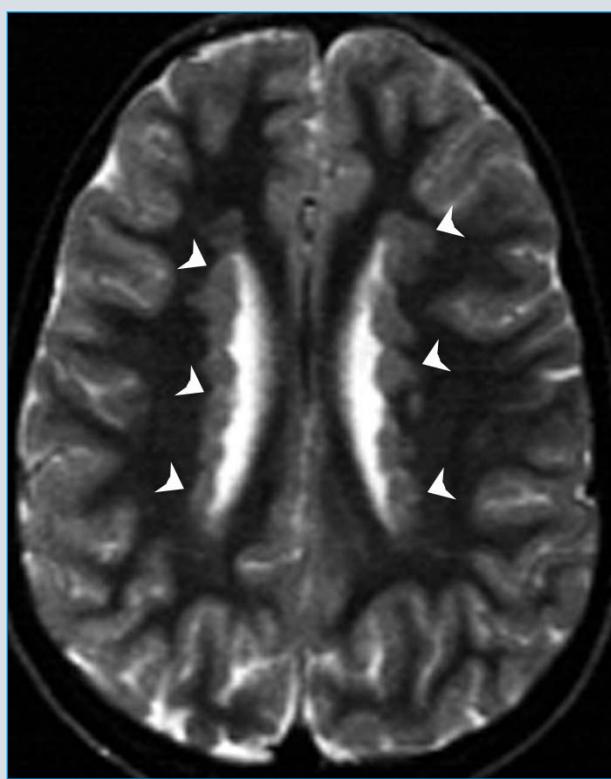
Brain MRI scan; axial section. Typical classic bilateral periventricular nodular heterotopia in a woman with a missense mutation of the FLNA gene. Bilateral nodules of subependymal heterotopia are contiguous and rather symmetric, extensively lining the ventricular walls (white arrows). Patients with periventricular heterotopia different from that reproduced in this picture have very low chances of carrying a mutation on the FLNA gene.
